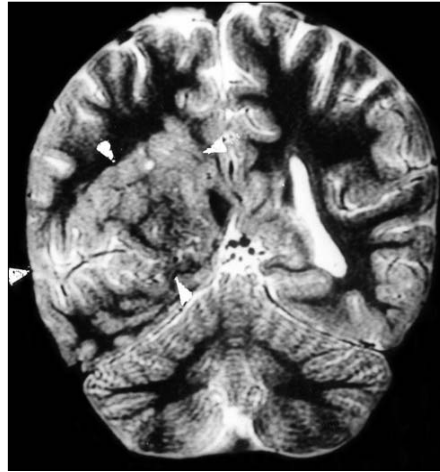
Niña de 6 años con crisis focales y leve hemiparesia sin malformaciones externas. En el corte coronal de la RM en secuencia T₁ se ve una heterotopía de gran tamaño en el hemisferio cerebral derecho (puntas de flecha), que ocupa una gran parte de la sustancia blanca de este hemisferio y casi toda la cavidad ventricular, y que se prolonga incluso hasta la parte medial del ventrículo lateral contralateral.
